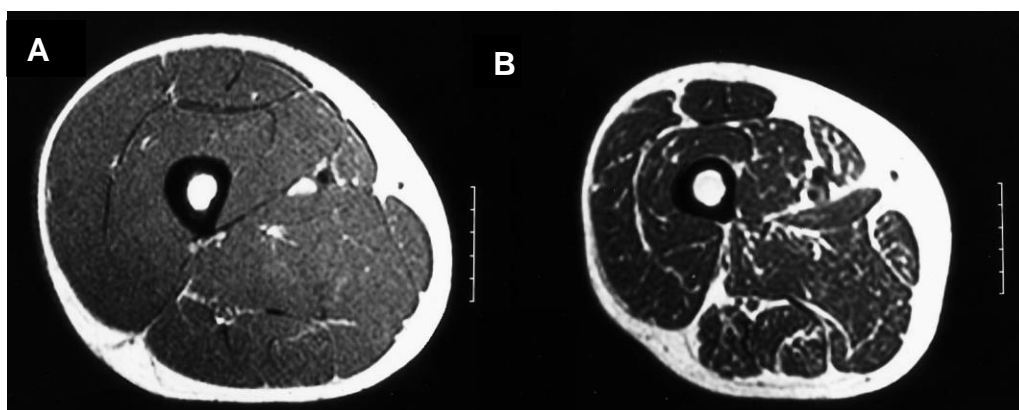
Imagens de Ressonância Magnética da coxa de adultos (A: 24 anos) e de idosos (B: 65 anos) ilustram menor área de secção transversa, maior infiltração de gordura intramuscular e camada mais grossa de tecido adiposo subcutâneo em indivíduos mais velhos. Fonte: Jubrias et al. (1997).
